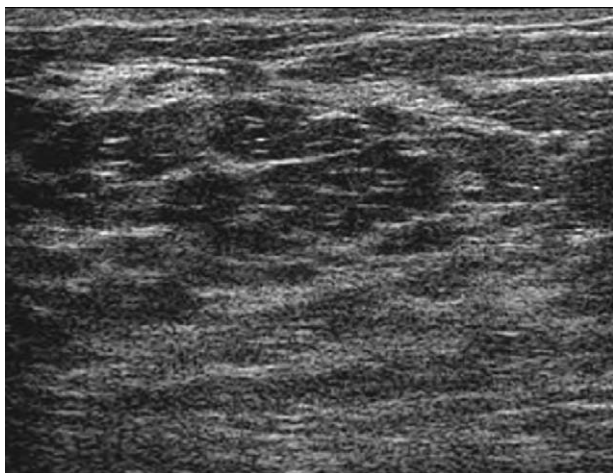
Ecografía normal de la mama izquierda.
